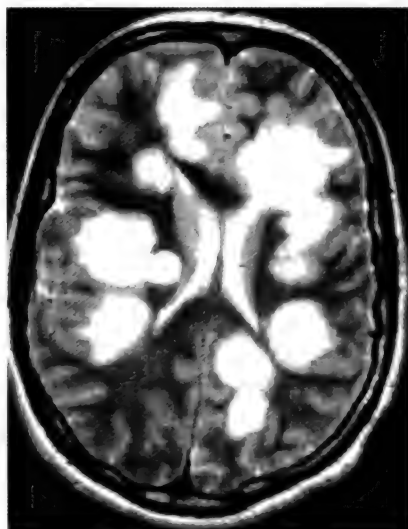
МР-томограмма головного мозга при ОРЭМ. На T2-взвешенном изображении видны типичные крупные очаги
